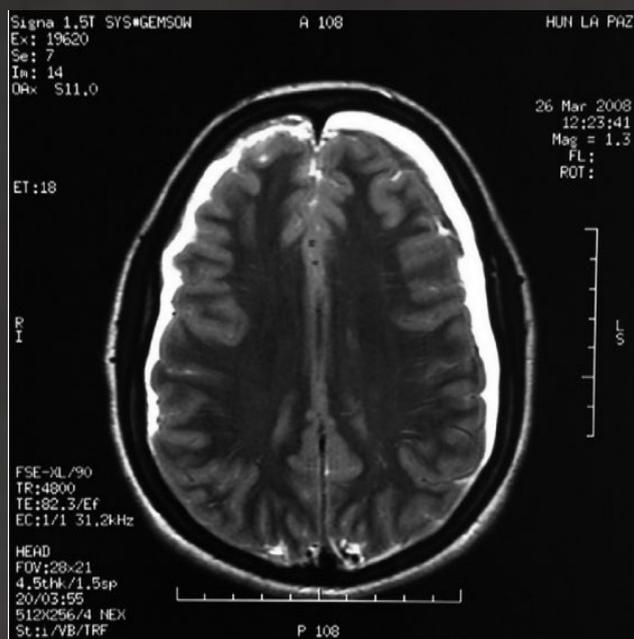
Corte axial de ressonância magnética cerebral no qual se observa hematoma subdural bilateral.
